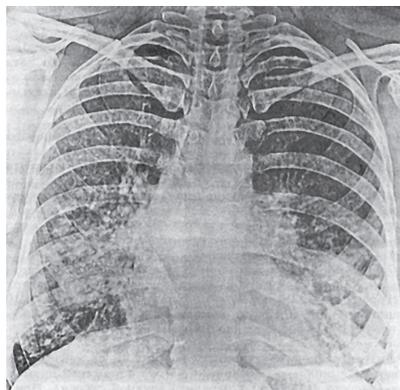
Электрорентгенограмма органов грудной клетки в норме
